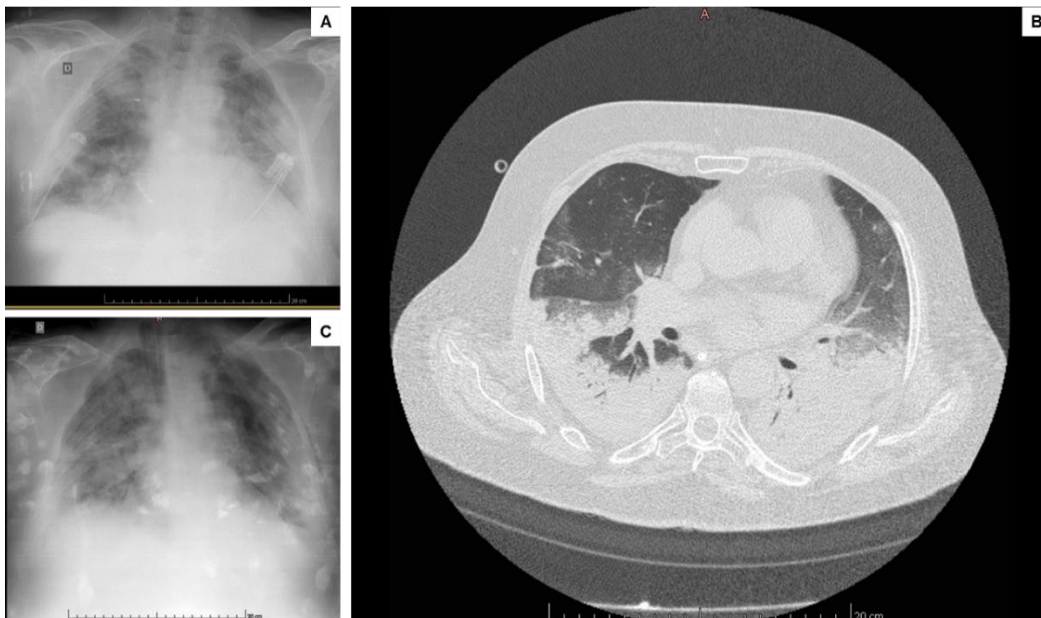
Imagens do paciente 4 que evoluiu à óbito após 5 dias de internação. A: Raio-X tórax inicial (após 4 dias de sintomas) momento no qual foi iniciado o protocolo de VM protetora. B: CT um dia após início estratégia evidenciando extensas consolidações lobares inferiores e de regiões posteriores em lobos superiores relacionadas a processo inflamatório/infeccioso associadas a atenuação em vidro fosco de permeio podendo representar componente de edema além de pequenos nódulos inflamatórios de distribuição bronquiolocêntrica em segmentos apicais, sem obstrução de vias aéreas; C: Raio-X tórax no quinto dia de internação, data do óbito.
